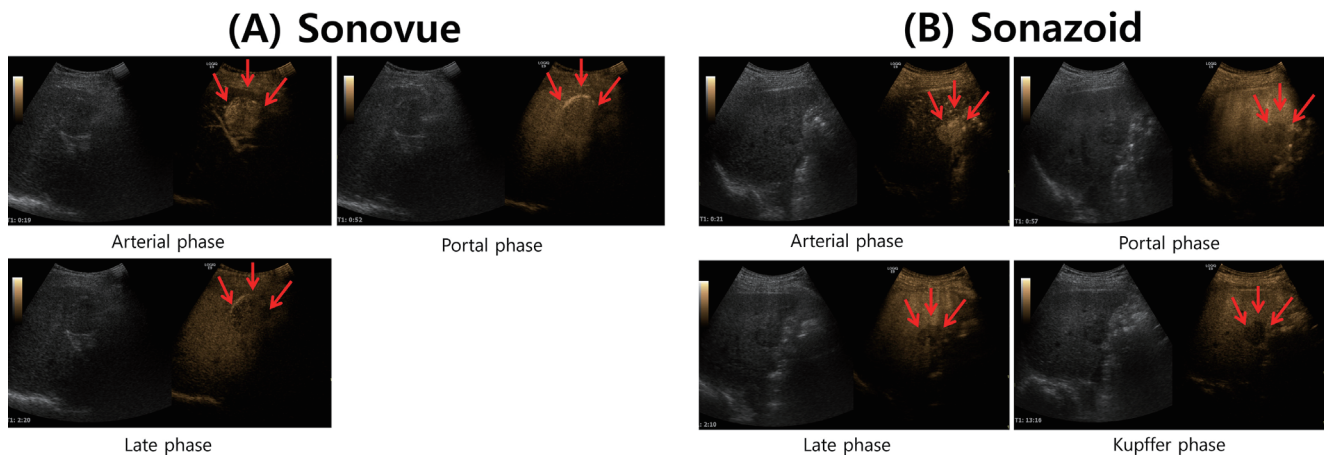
Contrast-enhanced ultrasonography finding of hepatocellular carcinoma by SonoVue (A) and Sonazoid (B). (A) A hyper-enhancing lesion in the arterial phase (19 sec), followed by a washout lesion in the portal (52 sec) and late phases (140 sec). (B) Another case of HCC demonstrated arterial phase hyper-enhancement (21 sec), followed by washout in the portal (57 sec) and late phases (130 sec). In the kupffer phase (13 min 16 sec), washout was identified in this lesion in Sonazoid injection. Each hepatocellular lesion was dedicated by the red arrows. HCC, hepatocellular carcinoma.
